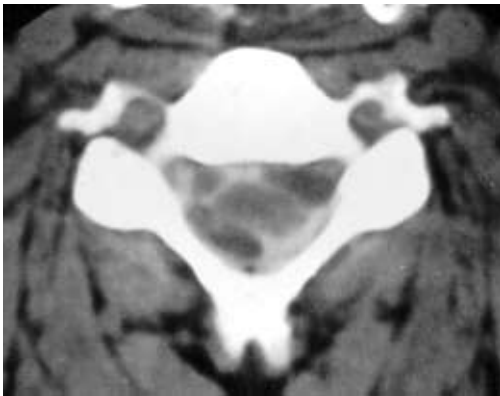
Mielotomografia mostrando falhas de enchimento hipodensas e regulares no canal raquídeo, sugerindo cisticercos (suspeita confirmada durante a cirurgia).
